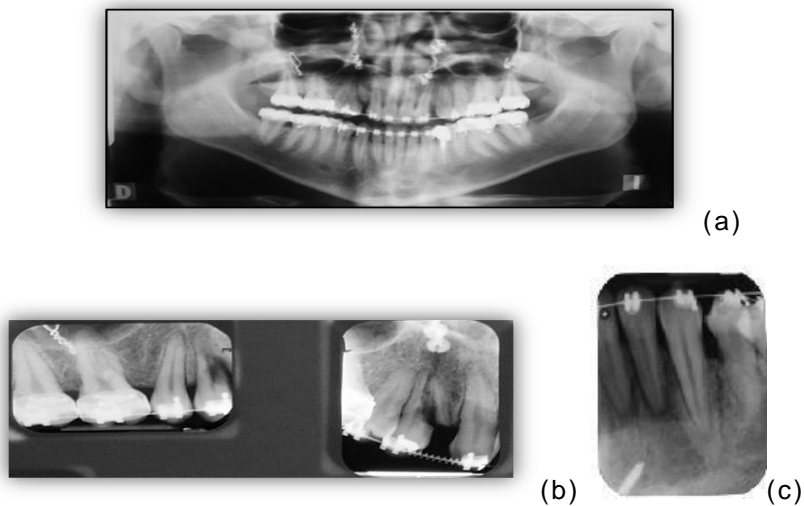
Registros postquirúrgicos necesarios para comprobar daños a las raíces dentarias cercanas al área de la osteotomía (a) radiografía panorámica (b) radiografía periapical. En (c) la radiografía periapical muestra pérdida de la altura de la cresta alveolar distal al canino 2 meses posterior a una osteotomía supapical inferior. (Cortesía Od. J.Rojas y L.Molero)
